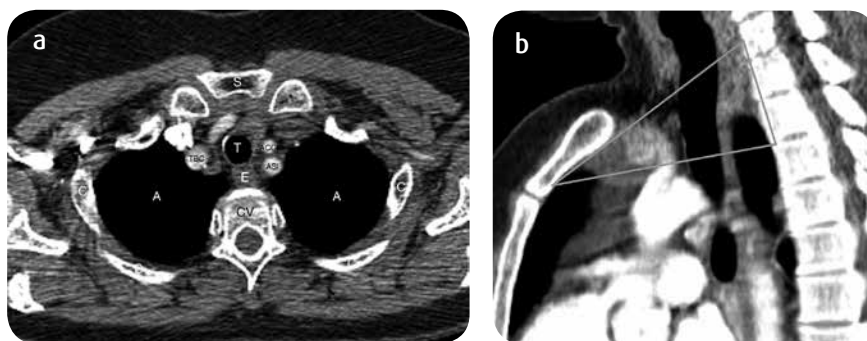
a) TC corte axial y b) reconstrucción sagital. Anatomía normal del opérculo torácico marcando cada una de las estructuras principales y los límites en la reconstrucción sagital (líneas). A: ápices pulmonares, CV: cuerpo vertebral, E: esófago, T: tráquea, TBC: tronco braquicefálico, ACCI: arteria carótida común izquierda, ASI: arteria subclavia izquierda, S: esternón, C: arcos costales.
